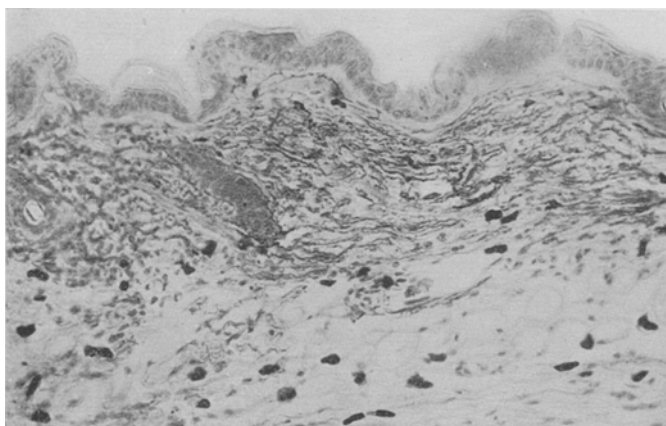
Zunahme der elastischen Fasern nach 80' langer Röntgenbestrahlung. Getötet 6 Stunden nach beendeter Bestrahlung.
